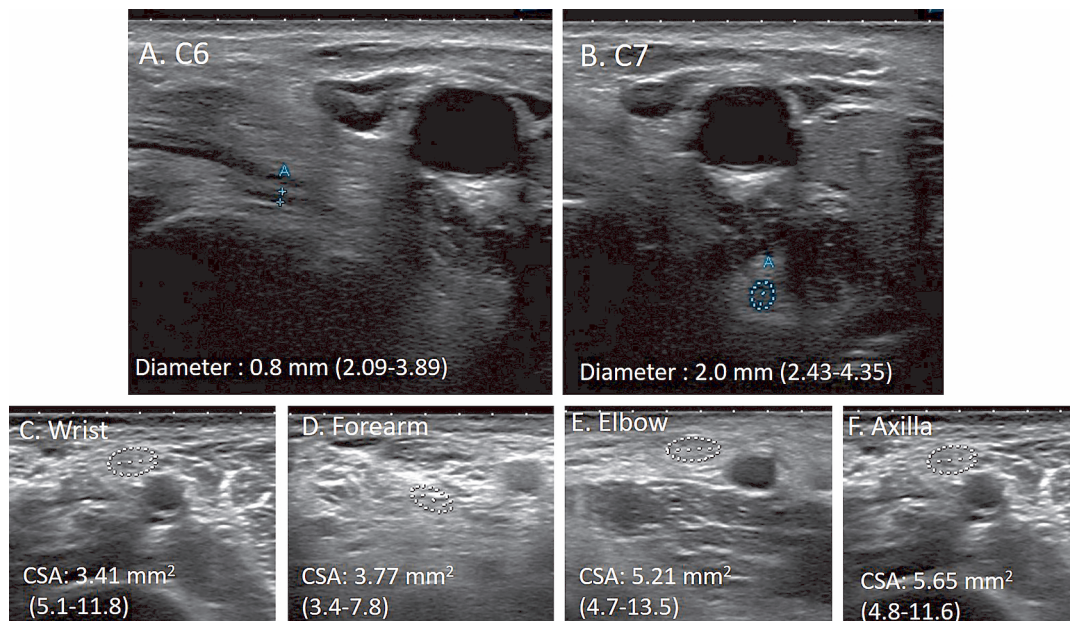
Ultrasound images of the left cervical nerve roots (A: long axis view of C6 nerve root, B: short axis view of C7 nerve root) and the right median nerve (short axis view) (C: wrist, D: forearm, E: elbow, F: axilla).
